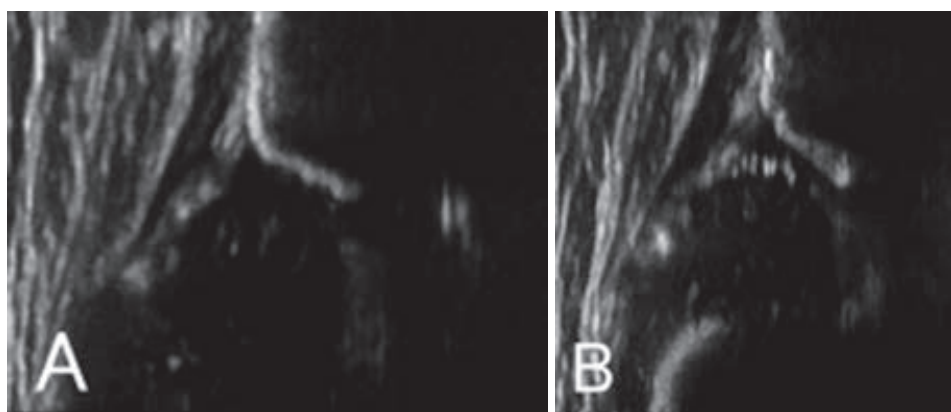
症例 3 超音波画像 A : 右側 B : 左側 α 角 : 右 63° 左 43°
